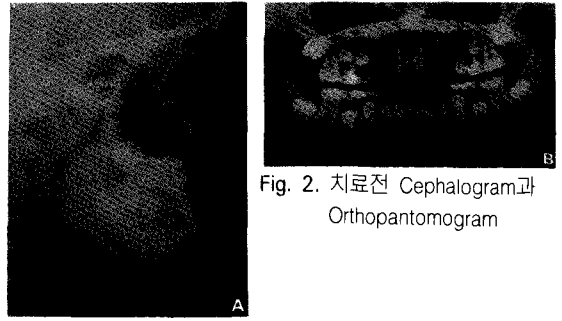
치료전 Cephalogram과 Orthopantomogram
